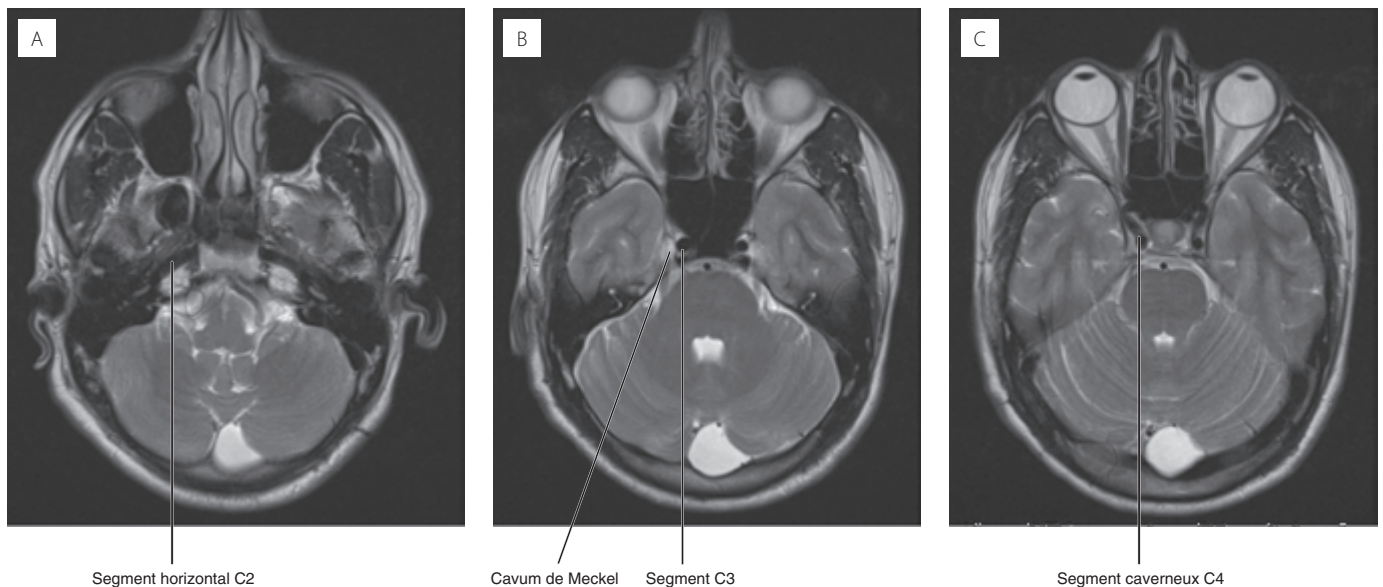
IRM, coupe transversale, pondération T2. L'artère carotide interne à la base du crâne. (A) - (C), de bas en haut.
